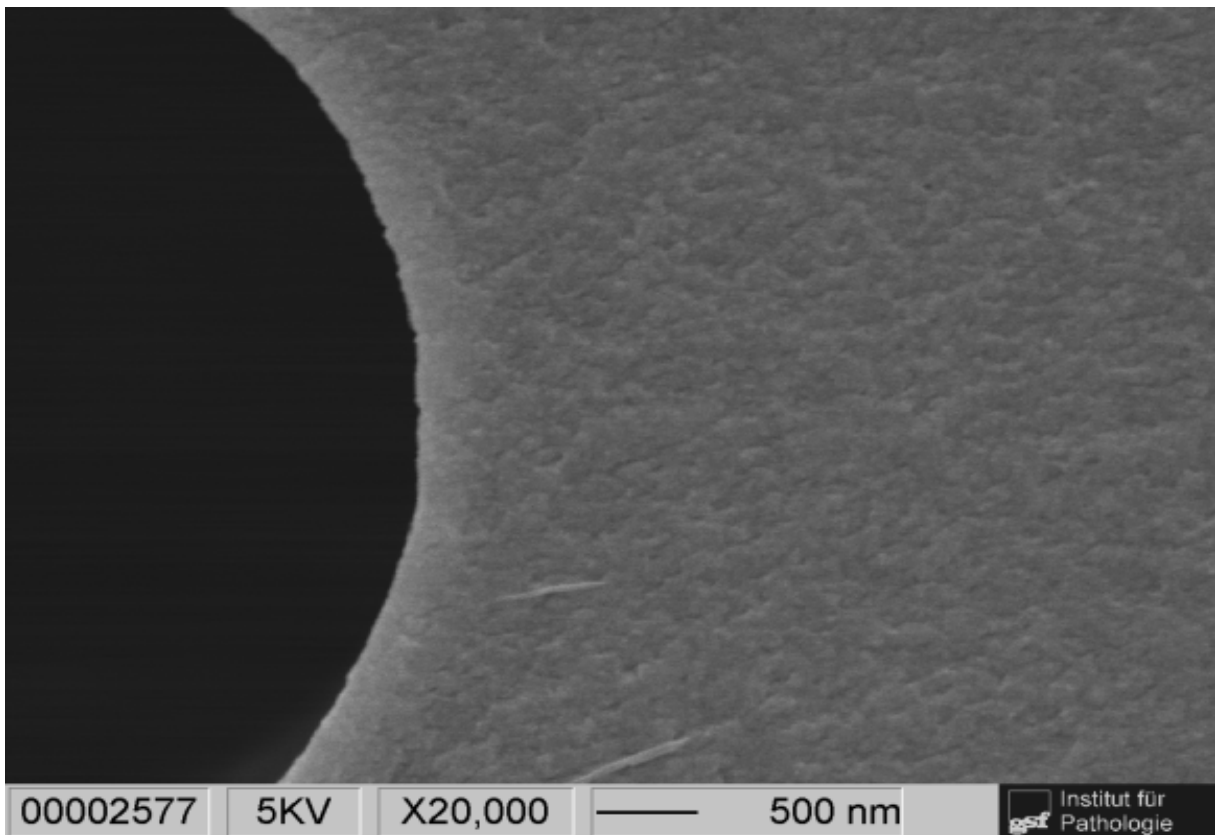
PET- Membran ohne ECM und ohne Zellen (REM, x20.000)
